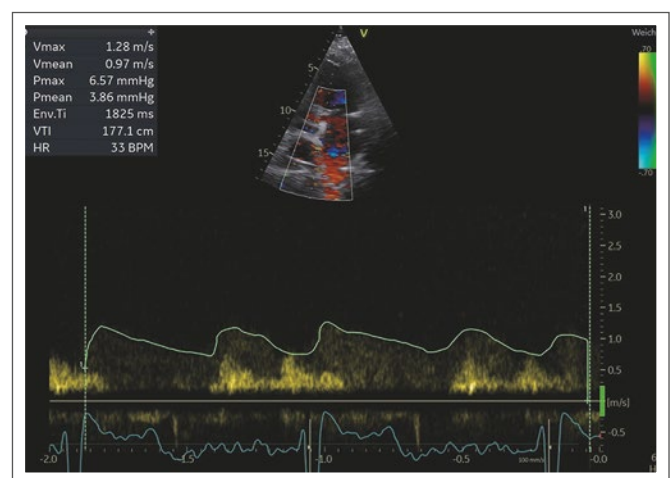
Gleicher Pat. wie Abb. 7 und Abb. 8, CW-Doppler. Der Gradient im Shunt zwischen Fontan-Tunnel und Vorhof entspricht dem transpulmonalen Gradienten TPG = ZVD-LAD. Wenn man das Glück hat, dass die Fenestration im Fontan-Tunnel offen ist, kann man den TPG direkt messen. Er sollte < 10 mmHg liegen, dann ist ein gutes Funktionieren des Fontan-Kreislaufes zu erwarten.
